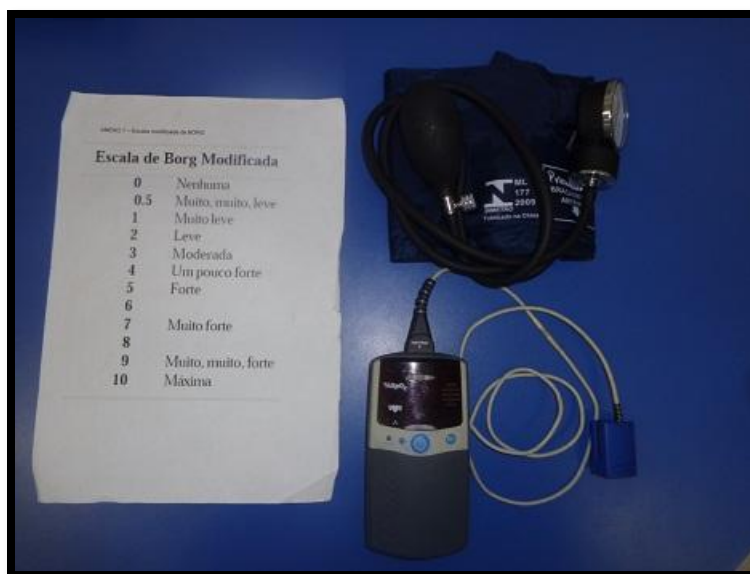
Instrumentos utilizados para o TC6'.
